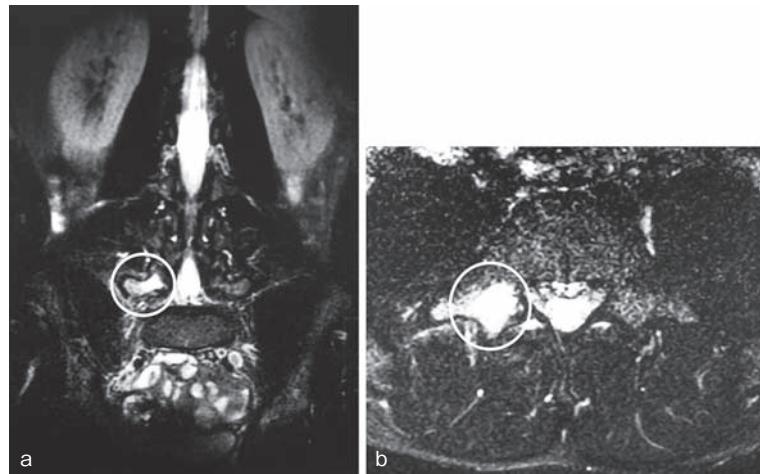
発育期腰椎分離症の急性期のMRI(脂肪抑制T2強調画像)
